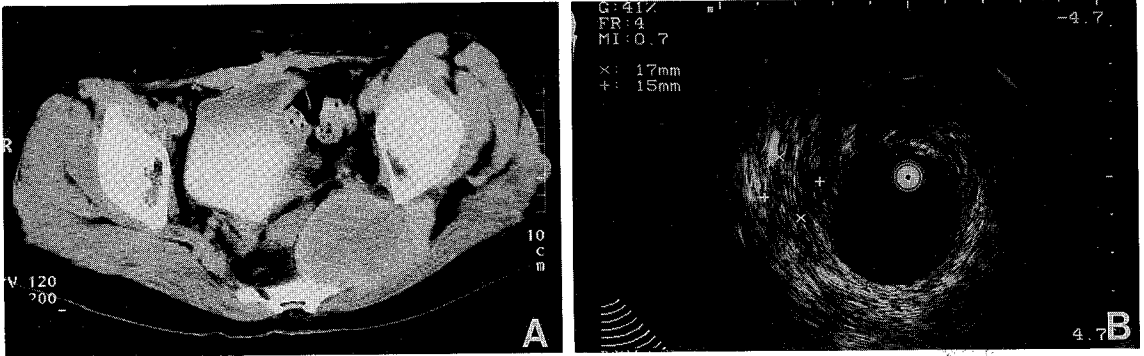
A. Computed tomography of pelvis in case 1 revealed a 12×10 cm sized huge mass attached to the sacrum with bony destruction. This scan was performed 7 months after excision of recurrent desmoid. B. The size of mass was reduced into 1.7×1.5 cm in transrectal ultrasonogram after the patient had taken the combined therapy with tamoxifen and goserelin for 13 months.
